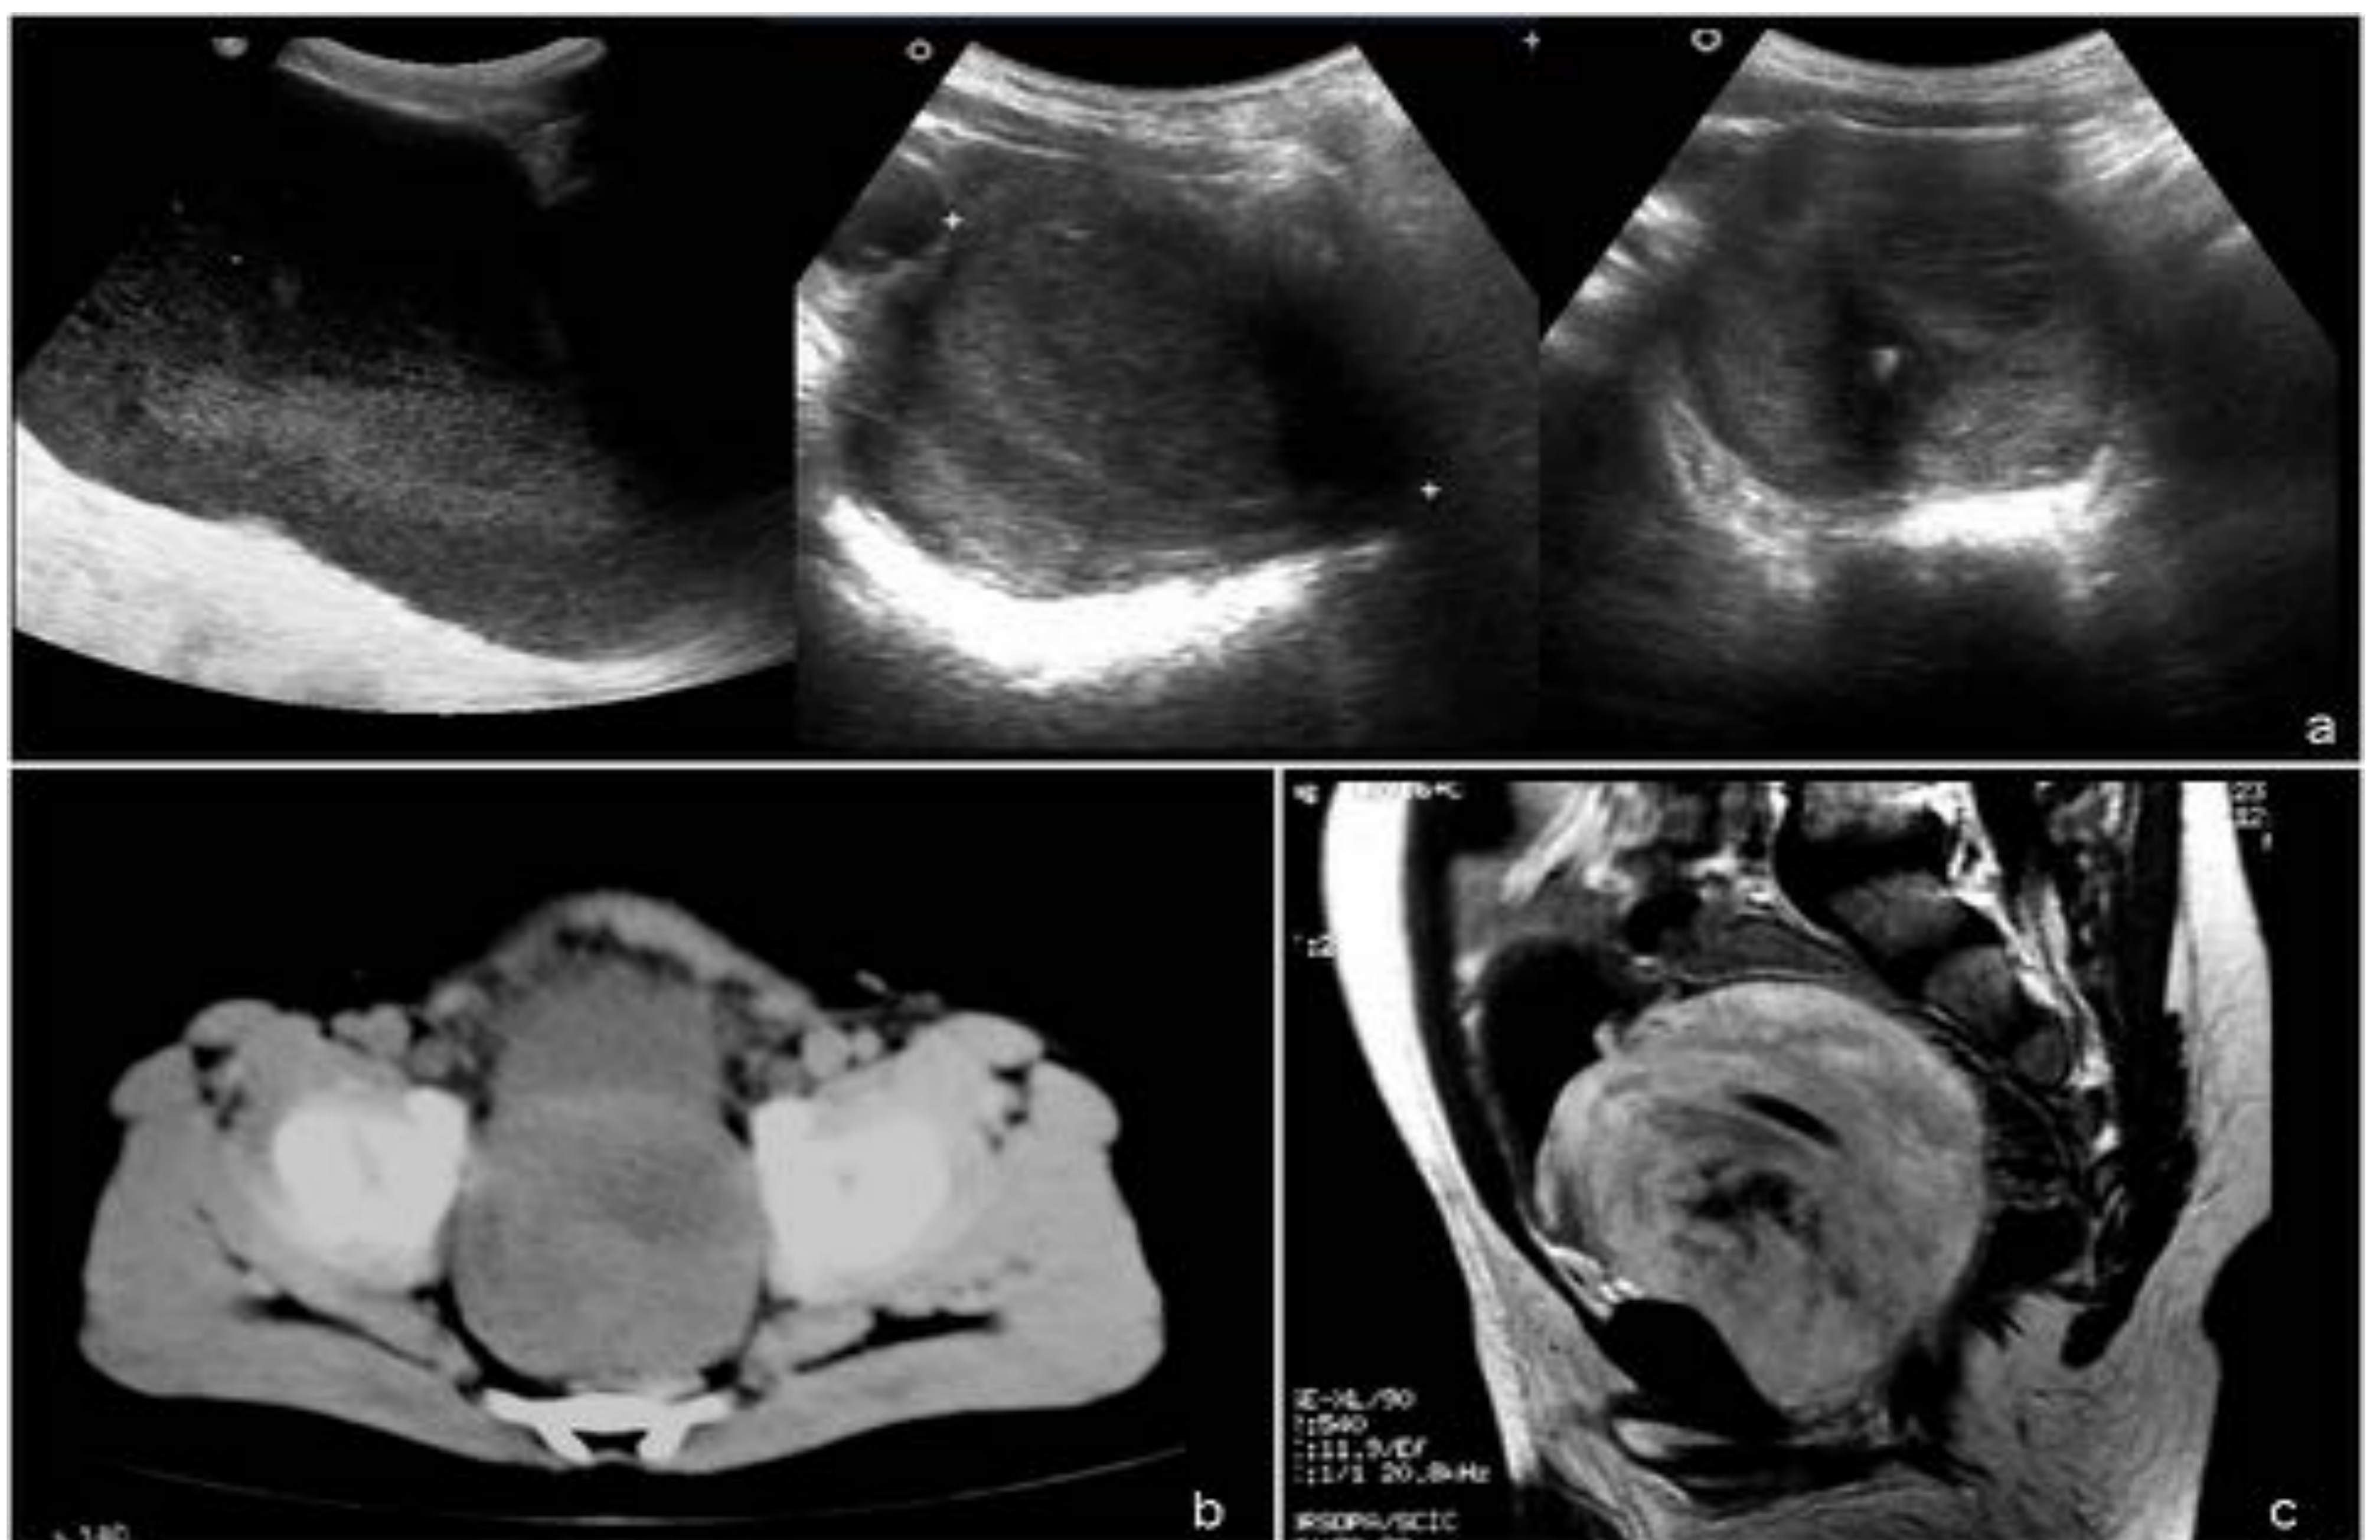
Obstrucción vesical por rhabdiosarcoma embrionario de prostata. Paciente de 3 años con dolor abdominal de varios días de evolución, micción dificultosa y tenesmo vesical. Distensión abdominal en las últimas 24 horas y se palpa masa dura suprapúbica. Ecografía abdominal (a): globo vesical con masa infravesical parcialmente delimitada y heterogénea. TC (b) y RM (c) pelvicos: Masa heterogénea infravesical con efecto de masa sobre vejiga y recto.
